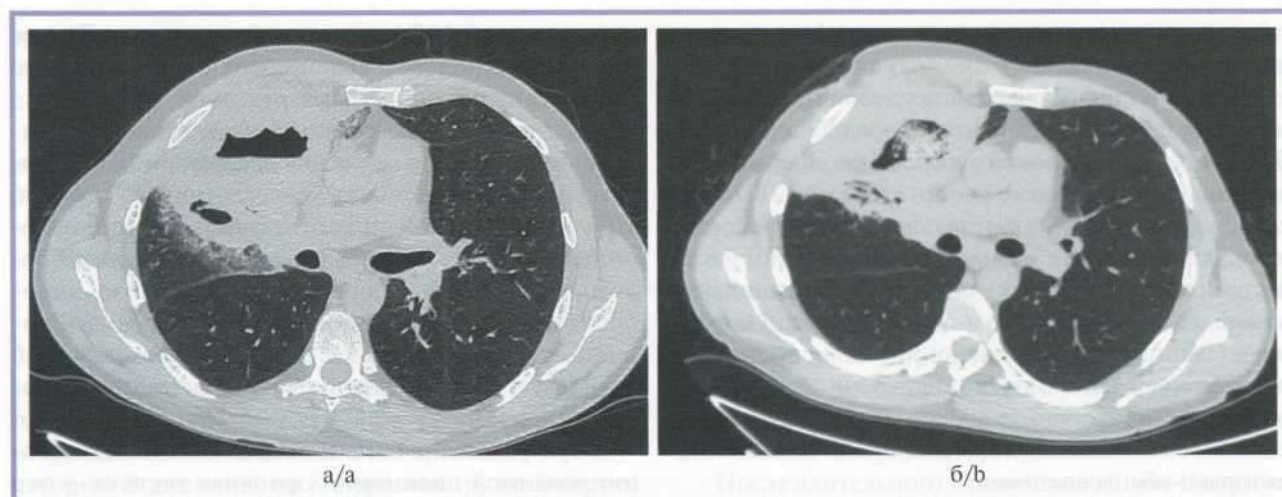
Компьютерные томограммы органов грудной клетки, аксиальная проекция.
